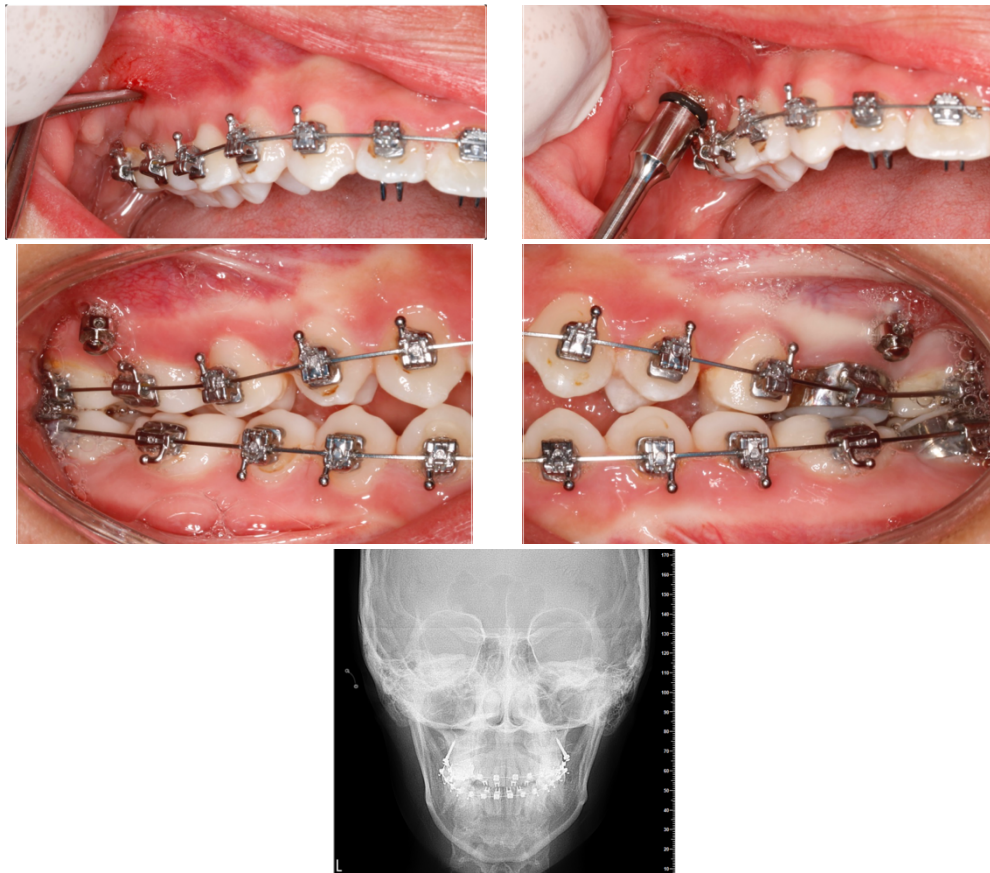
Colocación de microimplantes infracigomáticos 2.0x12mm SS grado TD®Orthodontics derecho e izquierdo. Radiografía PA de control.
